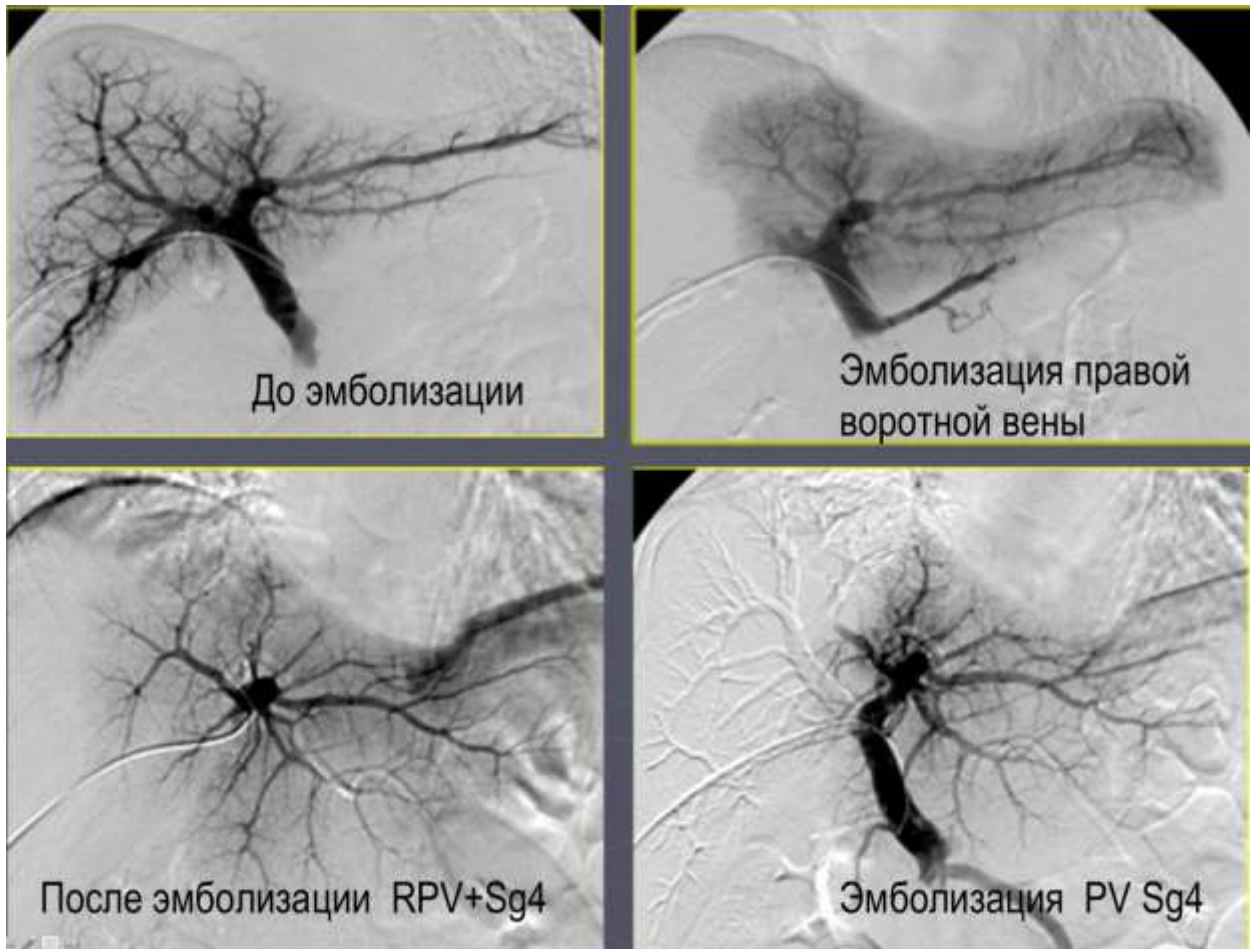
Рентгенконтрастна портографія. Емболізація правої дольової гілки ворітної вени і Sg 4 печінки
